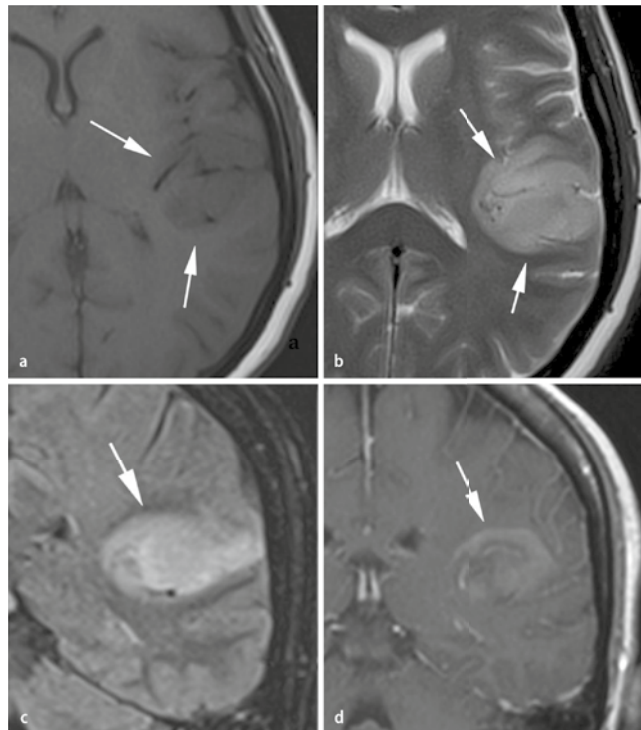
◀ Astrozytom Grad III: Nachweis eines anaplastischen Astrozytoms. Der Tumor ist homogen und stellt sich in der T1-Sequenz hypointens (a) und in den T2- und FLAIR-Sequenzen hyperintens dar (b,c). Die KM-Anreicherung nach KM-Gabe ergibt den Hinweis, dass es sich um ein anaplastisches Astrozytom handelt (d)
